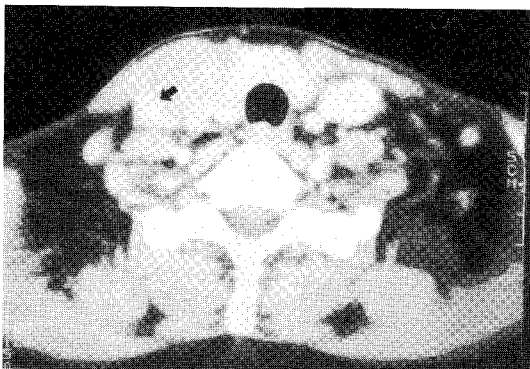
Contrast enhanced axial CT scan shows poorly defined low attenuated 3×3cm sized mass which compressed internal jugular vein(arrow). Tracheal invasion and lymph node enlargement are not found.
